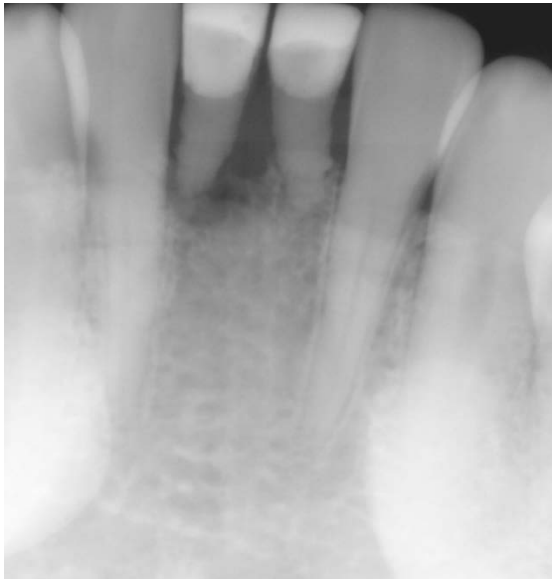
레진 veneer 치료 후 12년 후에 모습. 치주염으로 인해 치아 동요도가 발생하였으며 통증을 주소로 내원하였다. (a) #71과 #81 치아의 배열이 틀어져 있는 모습. (b) 근접한 모습. 치주조직 염증이 관찰되며 치석이 침착된 것이 관찰된다. (c) 방사선 사진상 #81 치아의 치근단까지 골소실이 관찰된다.
